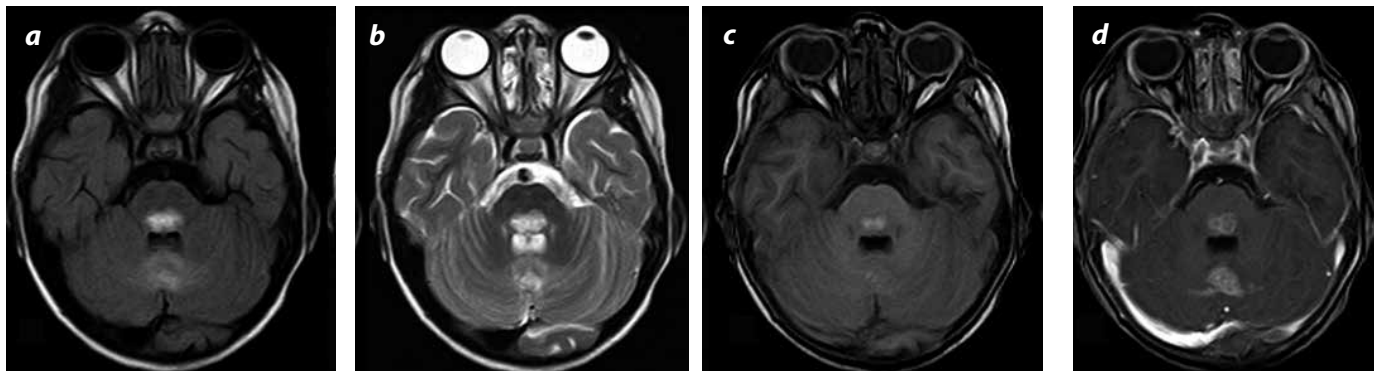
Cortes axiales en el cerebelo y el puente. a) Secuencia FLAIR con información T2; b) imagen con información T2; c) imagen con información T1; d) después de la administración de gadolinio: lesiones bilaterales de las mismas características a las descritas en el tálamo.
